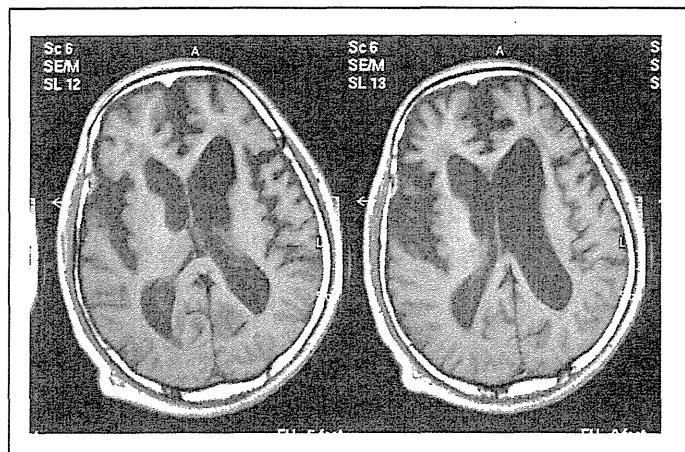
剖検で PSP とされた症例の MRI 画像
